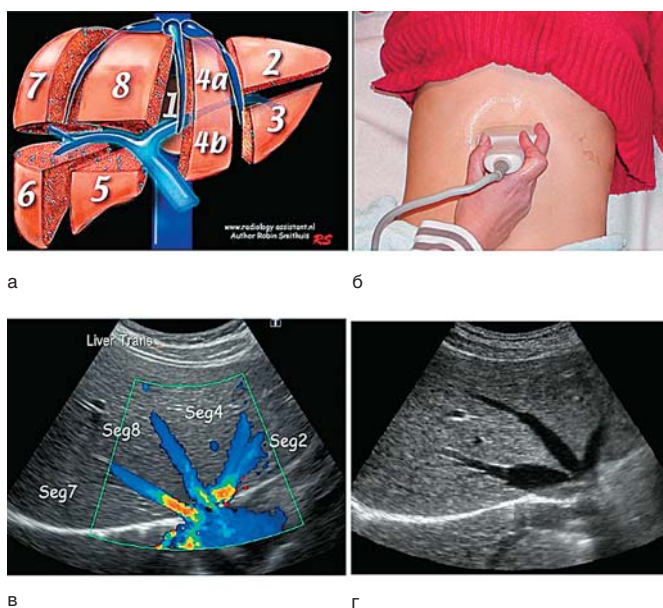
Строение печени и ее эхографическое исследование: а — строение печени (сегменты); б — методика УЗИ; в — строение печени (цветовое доплеровское картирование); г — печеночные вены (ультразвуковое изображение)
